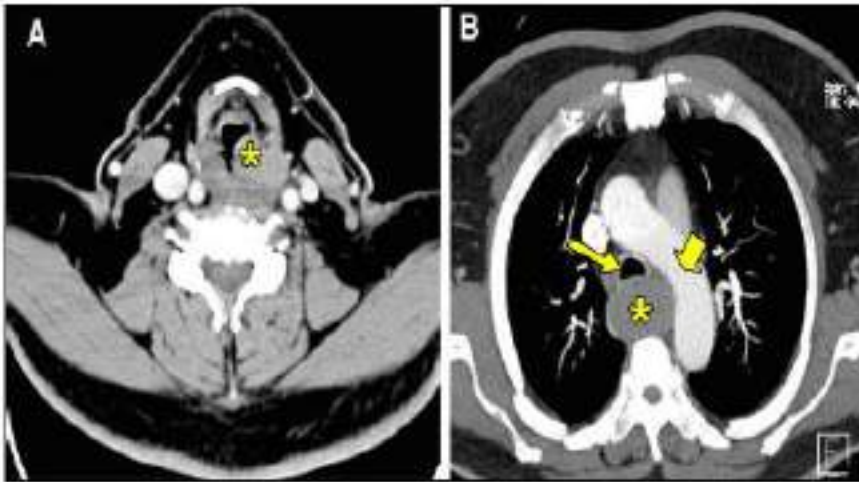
Tomografía computarizada, corte axial. A) A nivel de supraglótis se observa gran hematoma (*) en relación a amígdala izquierda, a nivel de esfínter esofágico superior. B) A nivel torácico se observa gran hematoma esofágico submucoso (*). Línea muestra lumen traqueal. Cabeza de flecha muestra arco aórtico.
